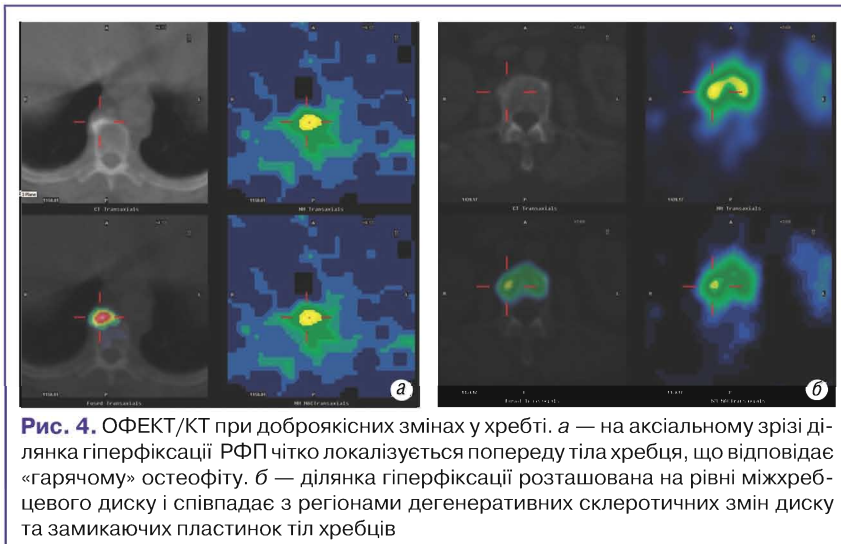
ОФЕКТ/КТ при доброякісних змінах у хребті. *а* — на аксіальному зрізі ділянка гіперфіксації РФП чітко локалізується попереду тіла хребця, що відповідає «гарячому» остеофіту. *б* — ділянка гіперфіксації розташована на рівні міжхребцевого диску і співпадає з регіонами дегенеративних склеротичних змін диску та замикаючих пластинок тіл хребців
